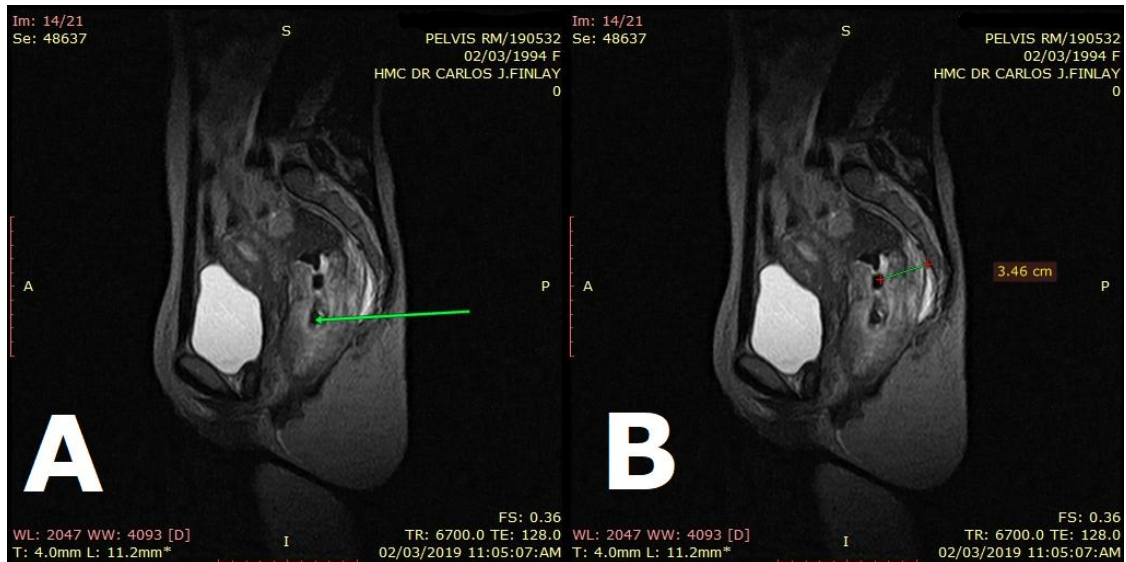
Femenina de 25 años de edad, portadora de un Adenocarcinoma bien diferenciado de recto. (A) RM de bajo campo corte sagital secuencia potenciada en T2 donde se observa en tercio medio e inferior del recto extensa imagen tumoral heterogénea, con un grosor máximo de la pared de 18 mm, concéntrica, que infiltra la grasa mesorrectal y produce deformidad de la luz del órgano (flecha verde) así como el carácter expansivo de la misma. (B) Significativo engrosamiento del espacio pre sacro igual a 3,46 cm.
